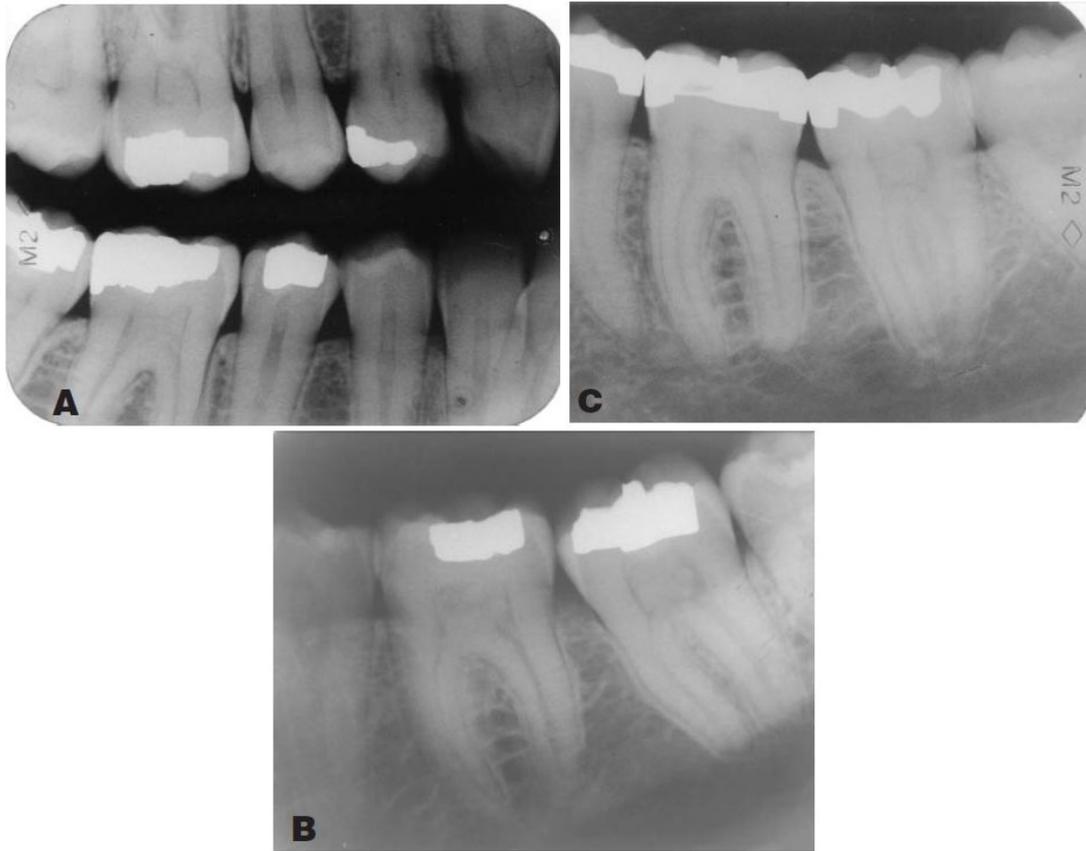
Clichés radiographiques rétrocoronaire (A) et rétroalvéolaires (B, C) de jumelles monozygotes présentant des minéralisations pulpaire étendues. En haut la première jumelle, en bas la seconde.¹⁰⁷
